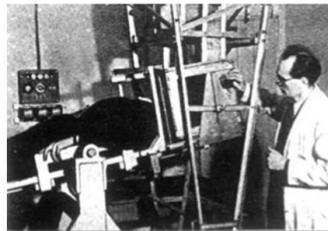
Dr. Dussik: Primera máquina ultrasonido médico 1946 (9)
